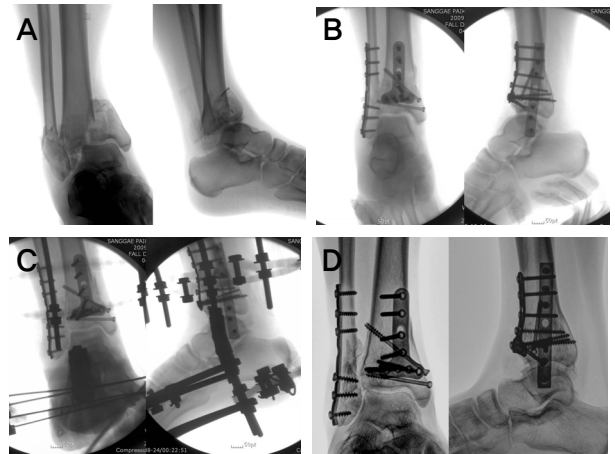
The 28-year-old female had fall down and sustained a Ruedi-Allgower type III pilon fracture of right ankle (A). The patient underwent limited open reduction and internal fixation with plate and screws (B), and distracted dynamic external fixation with hinged Ilizarov external fixator (C). Closeup photograph of external fixation pin clusters. (D) Standing radiographs at the last follow-up show complete bony union and no complication was developed.
